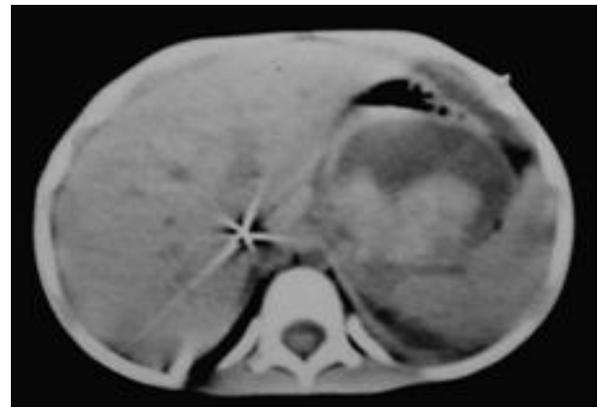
Tomografía que muestra colección heterogénea
